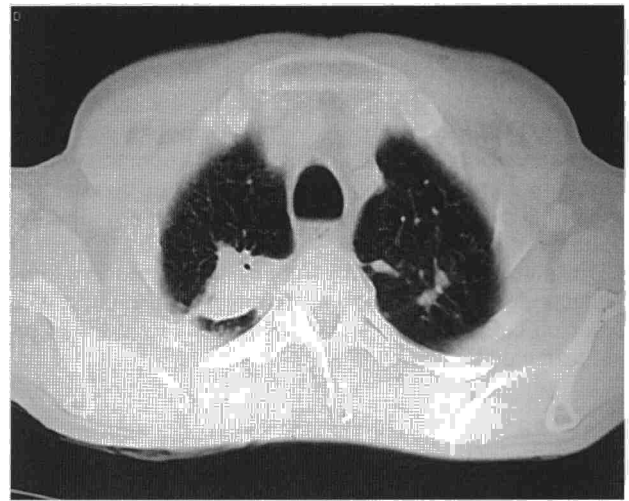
Corte de TAC de tórax en los vértices pulmonares. Se observa una masa de bordes lobulados, con "reguero pleural", situada en el segmento posterior del lóbulo superior derecho.
